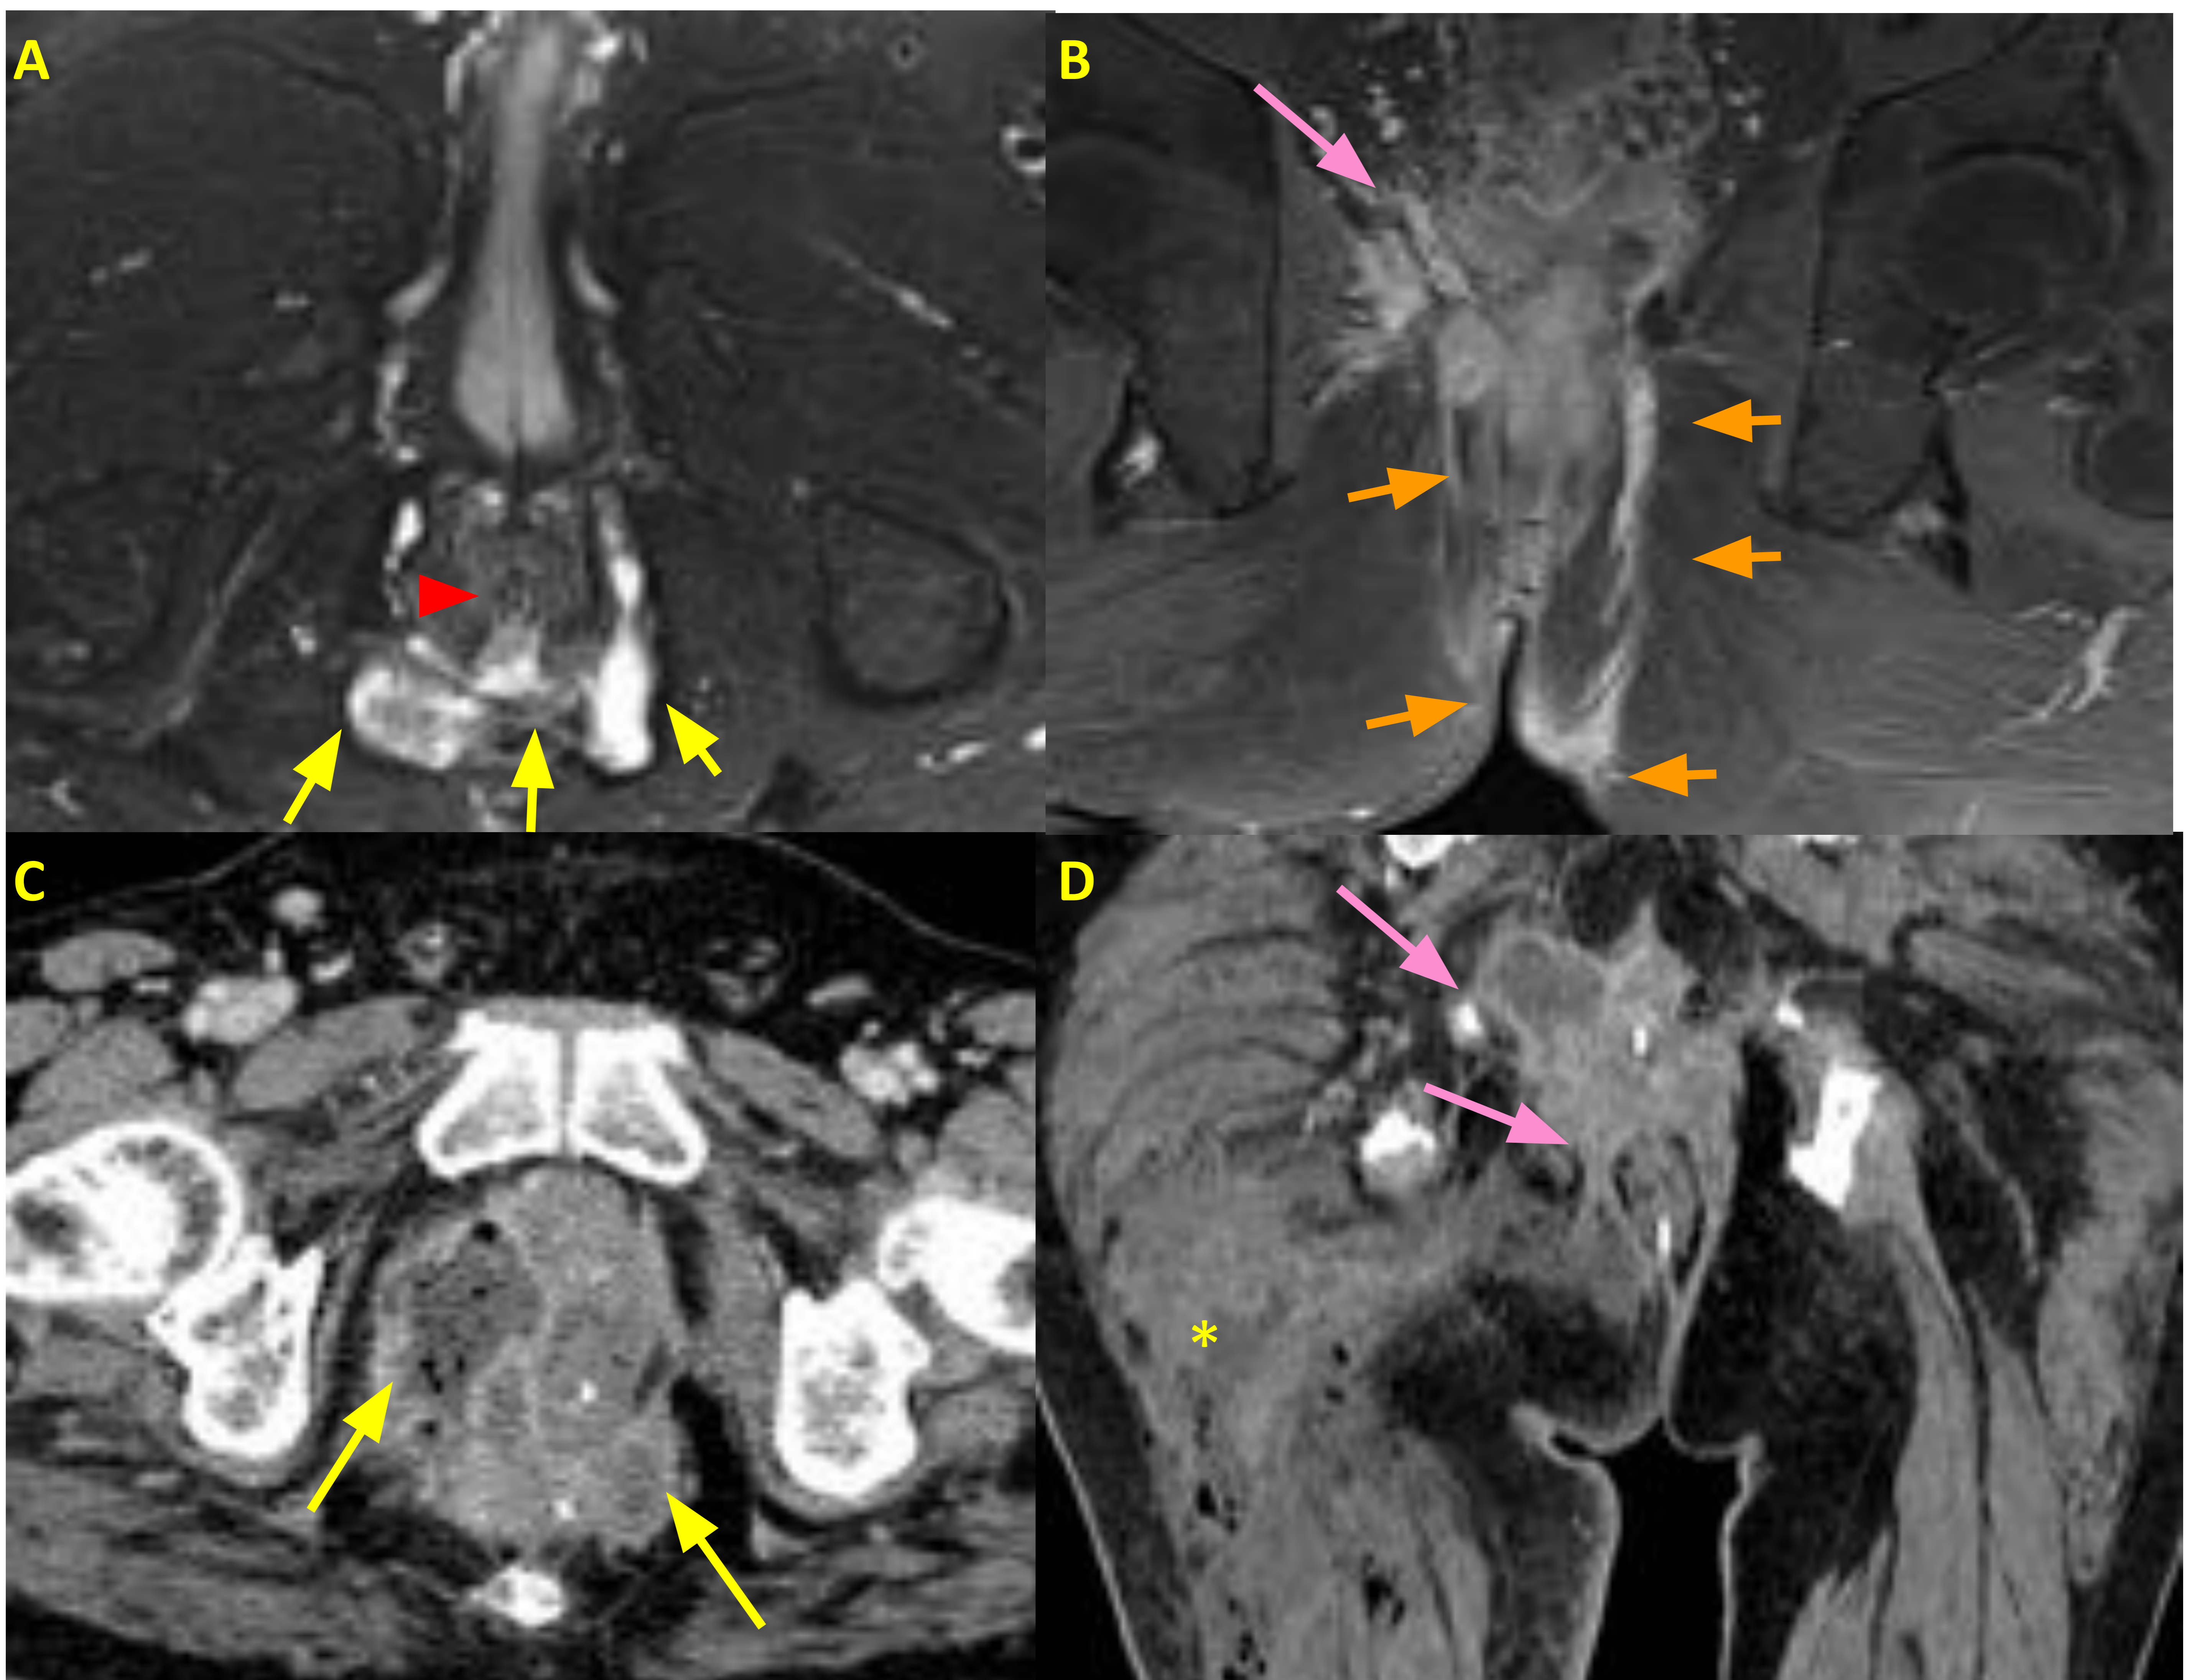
Paciente con enfermedad de Crohn y fístula perianal compleja complicada. La RM (A,B) muestra un orificio en la pared posterolateral del ano (punta de flecha roja) que comunica con un absceso en herradura posterior (flecha amarilla) y asocia múltiples trayectos fistulosos por ambas fosas isquioanales hasta el plano cutáneo (flechas naranjas). Presenta además extensión supraelevadora de los cambios inflamatorios (flecha rosa). El TC (C,D) realizado un mes más tarde en contexto de urgencias por empeoramiento de la clínica muestra un aumento de tamaño de las colecciones en herradura conocidas con contenido hidroaéreo en su interior (flecha amarilla), una afectación de los músculos obturadores derechos y espacio supraelevador homolateral (flecha rosa) y una extensión de la colección y cambios inflamatorios hacia el compartimento medial y posterior de la pierna derecha, con signos de celulitis subcutánea, enfisema subcutáneo extenso y miositis (asterisco amarillo), sugiriendo un componente de fascitis necrotizante asociado.
